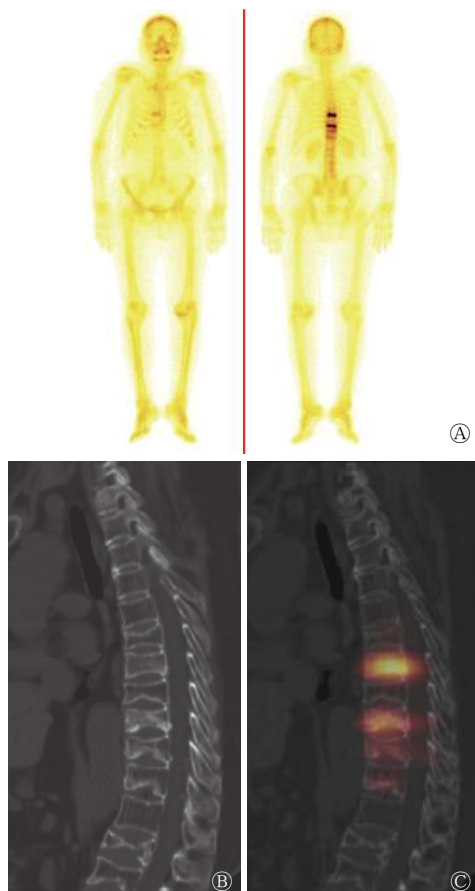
全身多发功能不全性骨折患者(女性, 69岁)的 $^{99}\text{Tc}^{\text{m}}$ -MDP SPECT 全身骨显像图(A)和腰椎 SPECT/CT 显像图(B、C) 患者胸背部疼痛不适 10 余天。图中, A: 胸 9、胸 11 椎体显像剂条形摄取增高; B: CT 图像示胸 8~胸 12、腰 1、腰 3~腰 4 椎体高度不同程度降低; C: 融合图像示胸 9、胸 11 椎体显像剂呈条形摄取增高, 提示新鲜骨折, 余形态改变的椎体显像剂无明显摄取, 提示陈旧性骨折。MDP: 亚甲基二膦酸盐; SPECT: 单光子发射计算机断层摄影术; CT: 计算机断层摄影术
